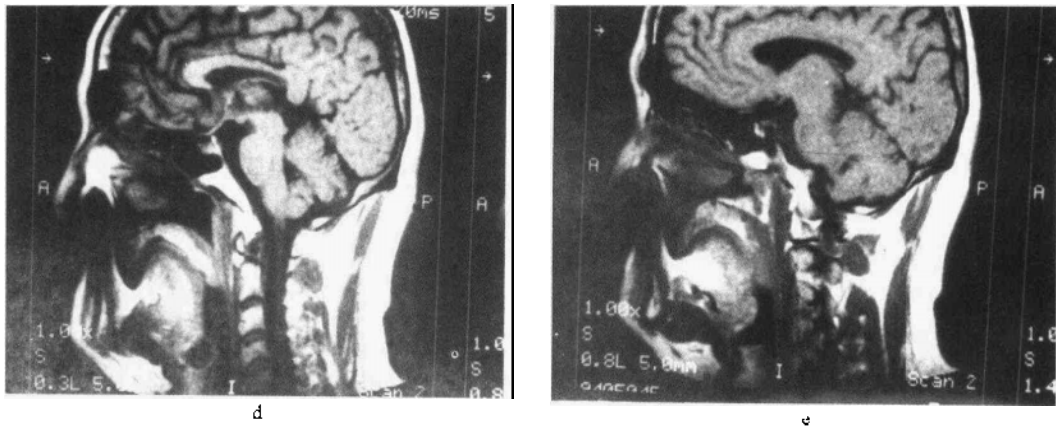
~e 鼻咽部 MRI 的 T₁ 加权正常解剖图
